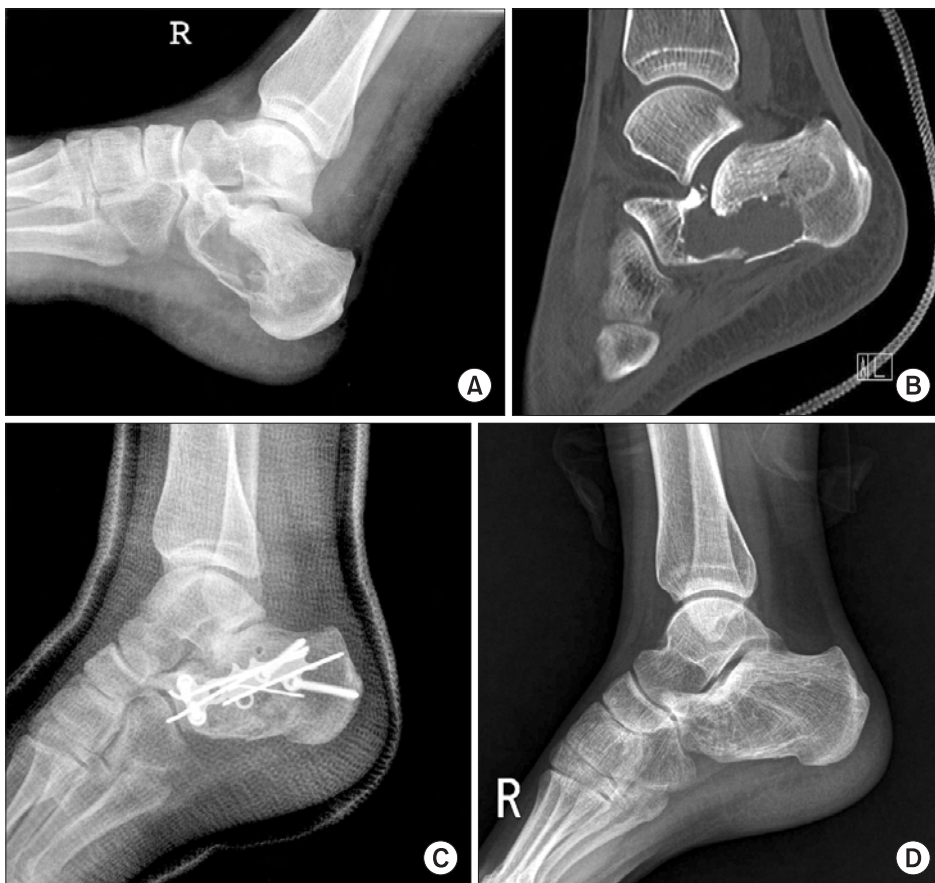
(A) Cystic lesion with pathologic fracture was found in radiograph after fall-down. (B) CT scan showed comminuted fracture extending to large low density lesion. (C) Postoperative radiograph showed state of open reduction and internal fixation with allo chip bone graft. (D) Radiograph of 3 year follow-up showed consolidation of grafted bone.
